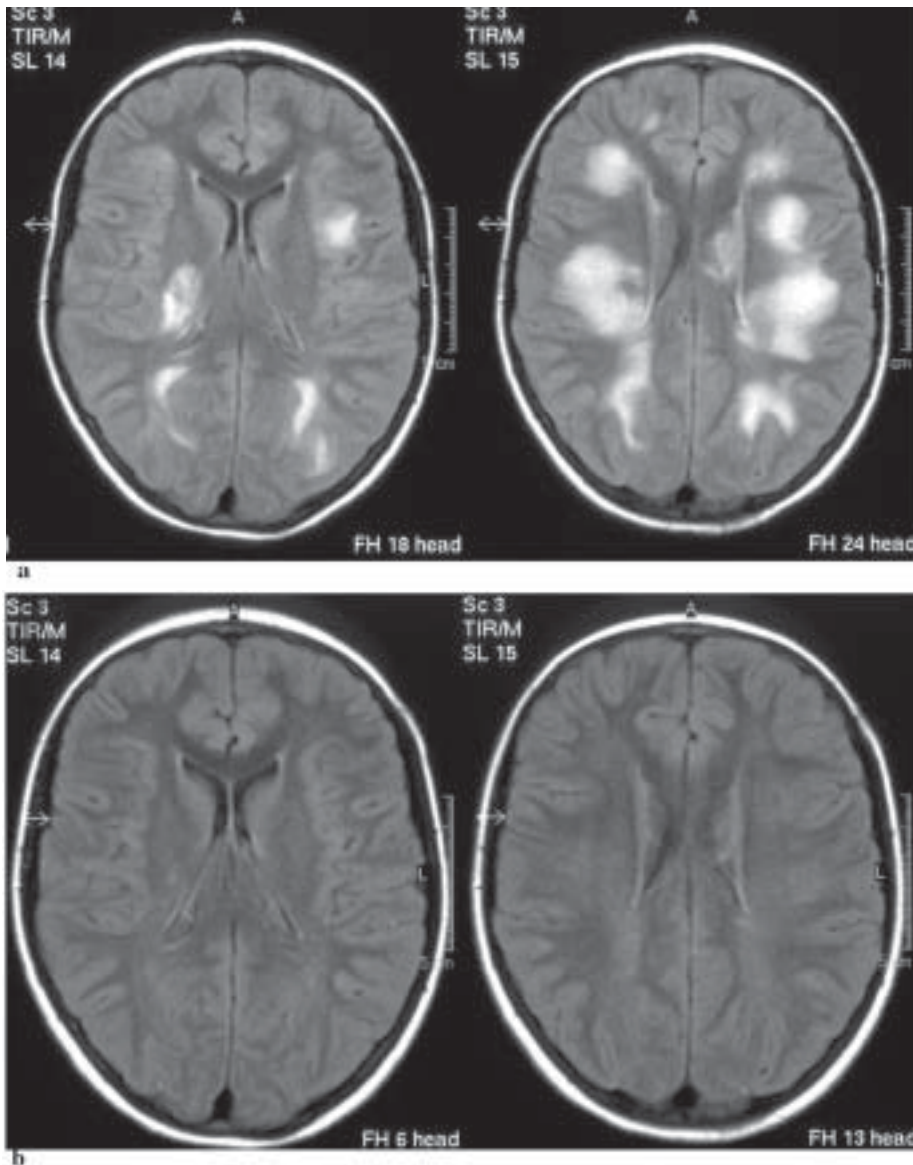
Patientin-Nr. 8, 12 Jahre: Schädel-MRT am 7. Erkrankungstag (a). Die für eine ADEM typischen Signalanhebungen sind 4 Wochen später (b) nicht mehr nachweisbar.
